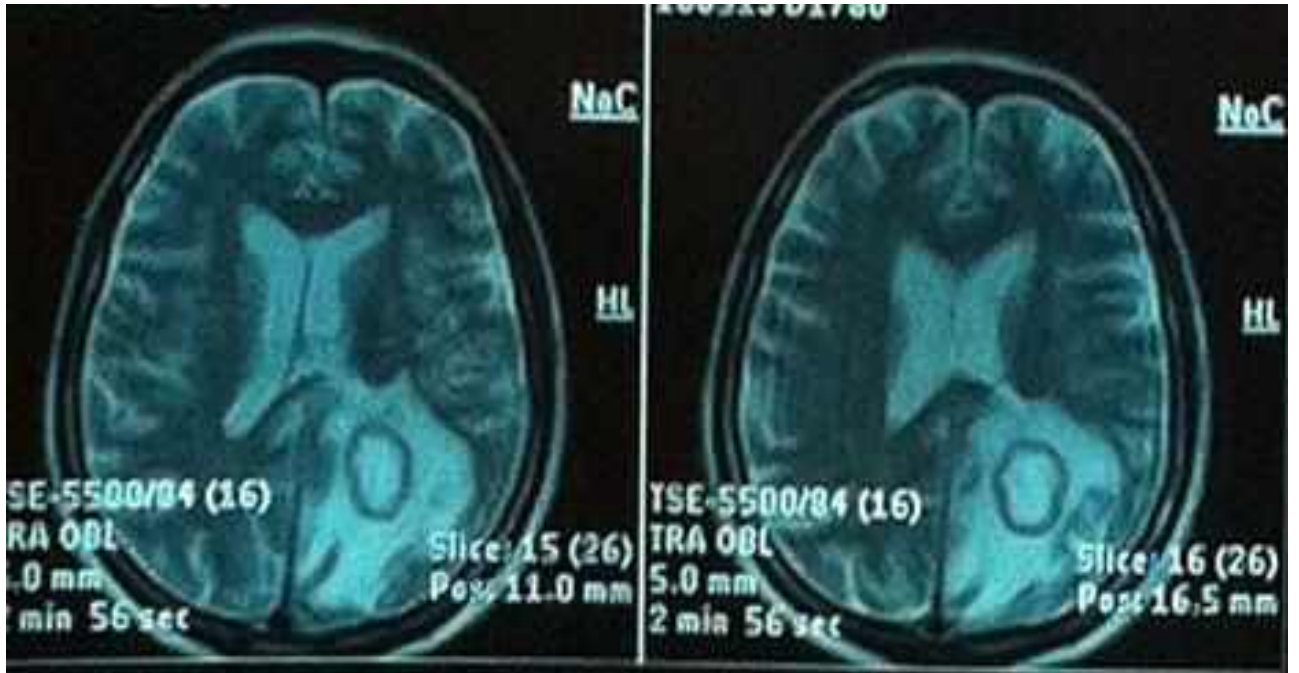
Спостереження №57. Хворий О-ов, 67 років (історія хвороби №14408). МРТ з контрастуванням.
